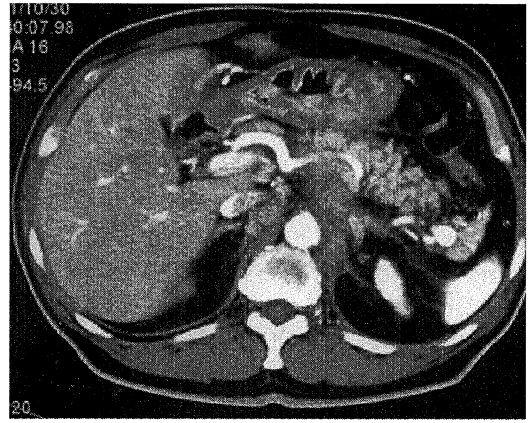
Abdominal CT scan showed enlargement of the paraaortic lymph nodes that had invaded the pancreas.
